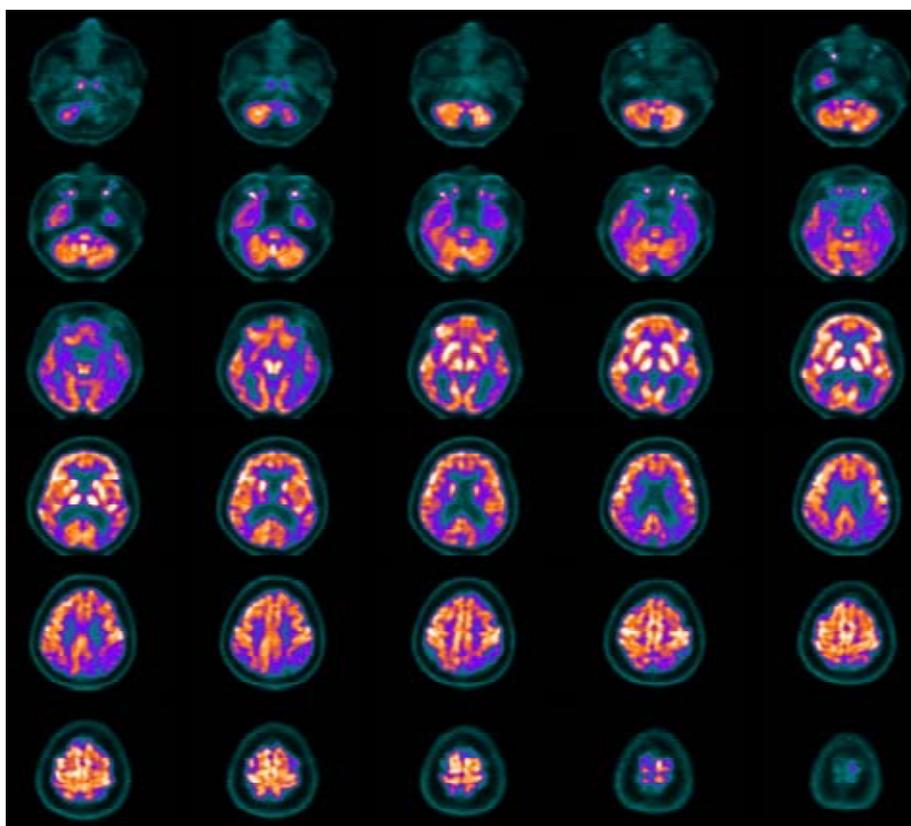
FDG-PET de paciente com DA. Diferença no metabolismo da glicose na porção posterior do cérebro comparado com o lobo frontal. (adaptado de PROMTEANGTRONG, 2015 parte II)
